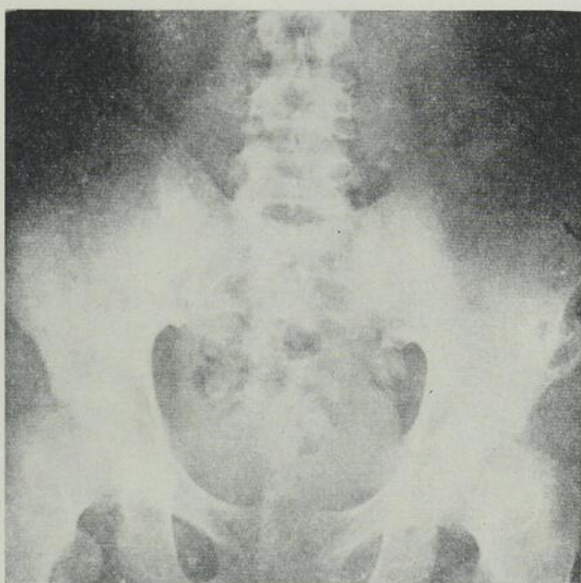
Radiographie du rachis lombaire et des ailes iliaques du 20 juin. Foyers xanthomateux : grandes vacuoles de l'os iliaque gauche et de l'articulation sacro-iliaque droite.
